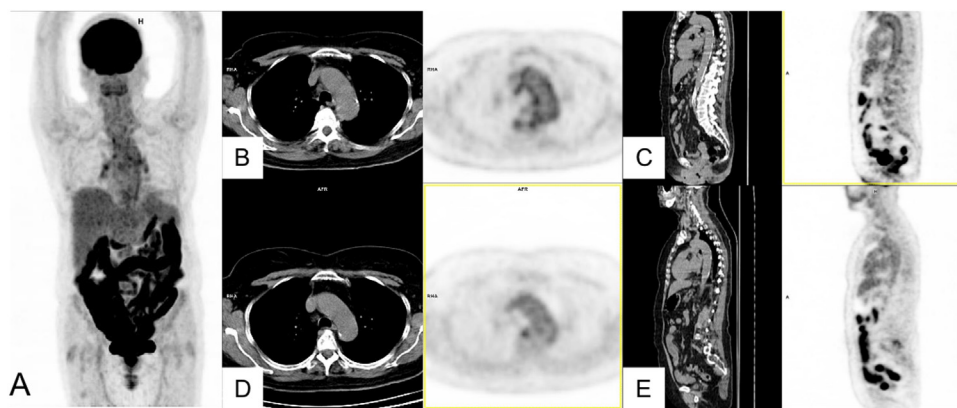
Paciente con malestar general y pérdida de peso y elevación de PCR tras COVID-19 leve. En seguimiento por cuadro polimialgico como presentación de entesopatía HLAB27+. MIP (A) que muestra incremento difuso de la captación intestinal que se atribuye al tratamiento con antidiabéticos orales y leve captación hilar bilateral y de la aorta torácica. Cortes axiales (B) y sagitales (C) de TC y PET que muestran incremento de la captación en pared de aorta, no visible en estudio previo realizado por el cuadro reumatológico (D, E).
